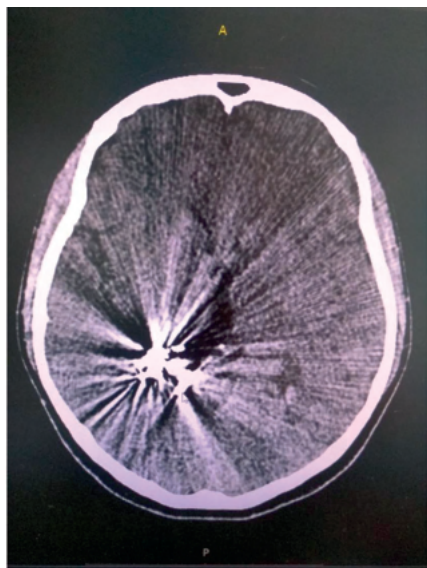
КТ головного мозга от 19.11.19г: Состояние после эмболизации АВМ теменной доли с права (04.2009г)
